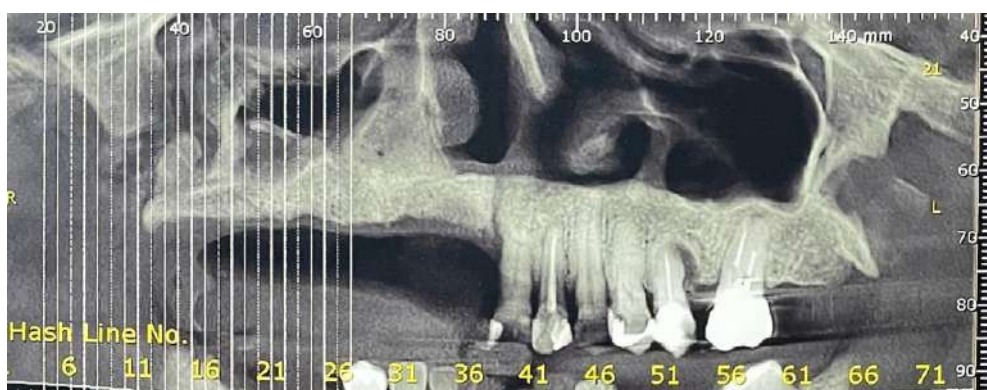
Reconstrução panorâmica de tomografia pré-tratamento
